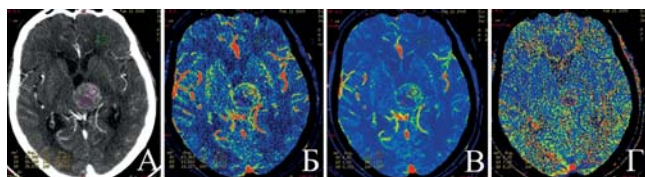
КТ-перфузия. Активно контрастируемое образование (А), с высокими перфузионными показателями CBV (Б), CBF (В) и MTT (Г).
